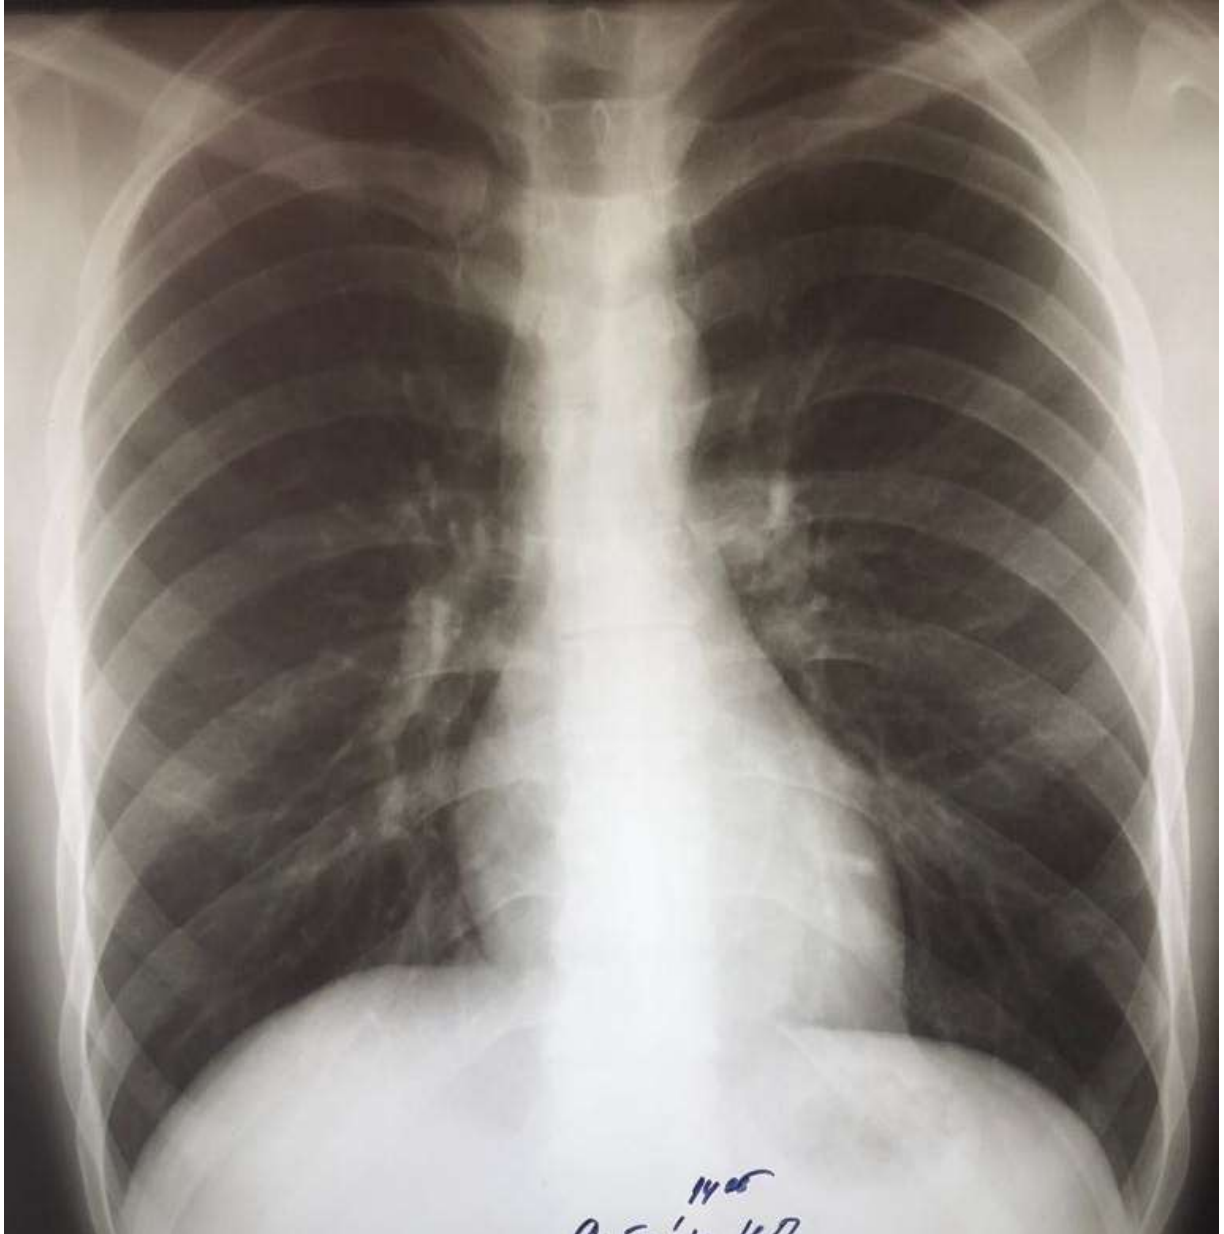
Обзорная рентгенография грудной клетки больного (неосложнённое течение)
